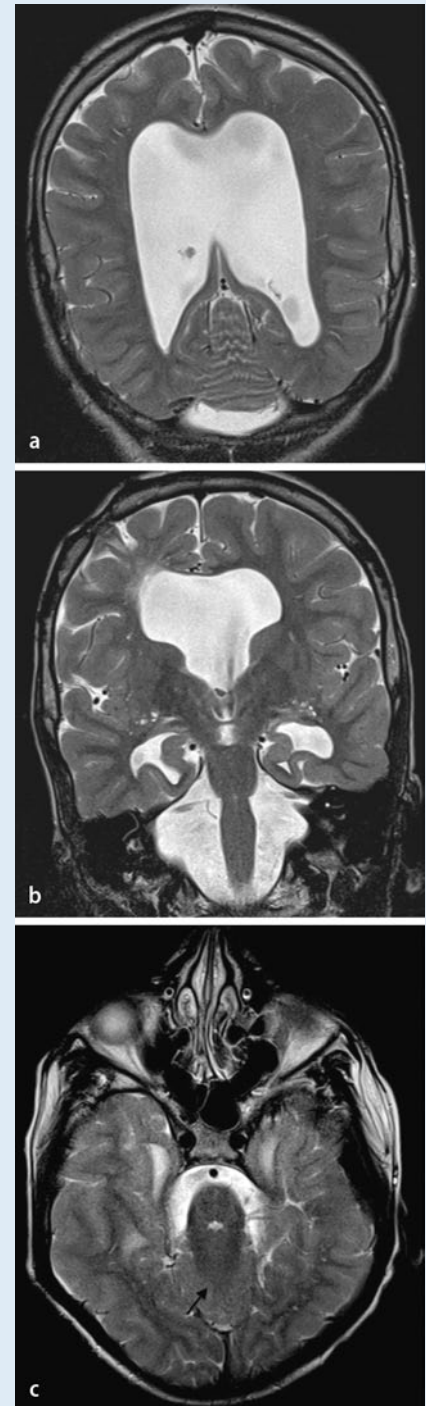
► cMRT (kraniale Magnetresonanztomographie), T2-Wichtung, a, b koronar: a Fusion der zerebellären Hemisphären, Agenesie des Vermis, Ventrikulomegalie, b fehlendes Septum pellucidum, malrotierte, dysplastische Hippocampi, c axial: Fusion der Kleinhirnhemisphären und der Pedunculi cerebelli (Pfeil). (Mit freundl. Genehmigung des MR- und PET/CT-Zentrums Bremen Mitte)
